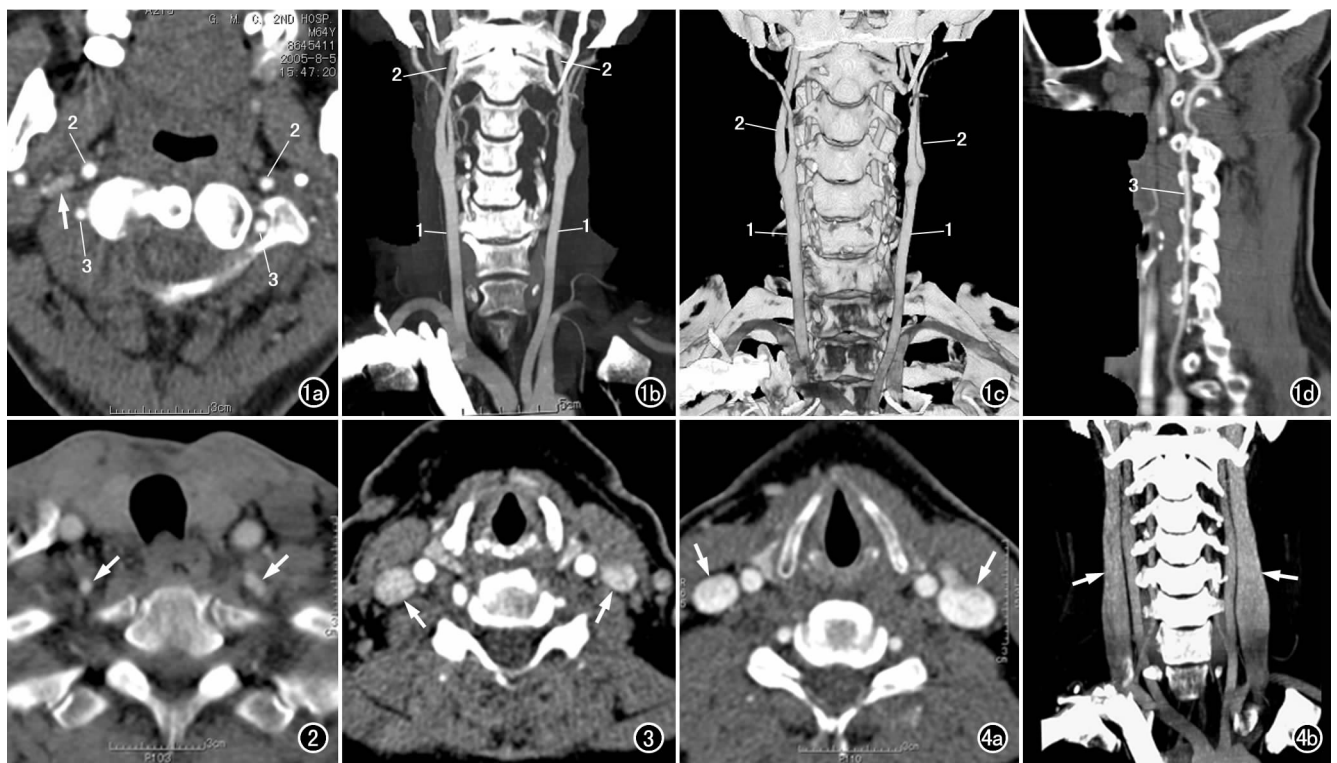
阈值为 140 HU 时 CTA 图像显示颈总动脉(1)、颈内动脉(2)及椎动脉(3)强化明显,显示清晰,颈内静脉(箭)强化不明显。a) C₁ 椎体平面横断面图像; b) 最大密度投影图像; c) 容积再现图像; d) 曲面重组图像。
